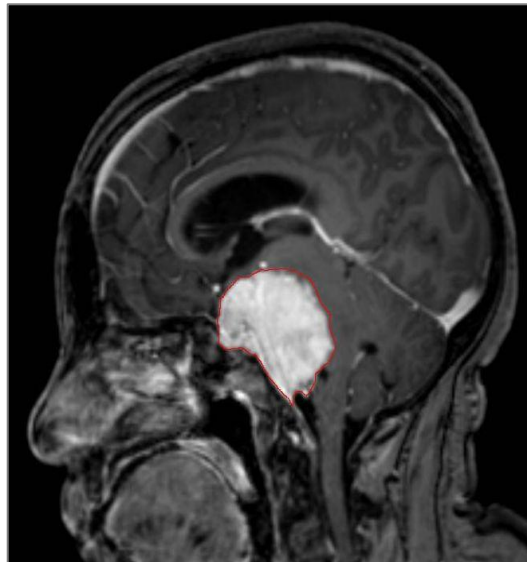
Imazhi RM T1 në planin me shigjetë të meningiomës
